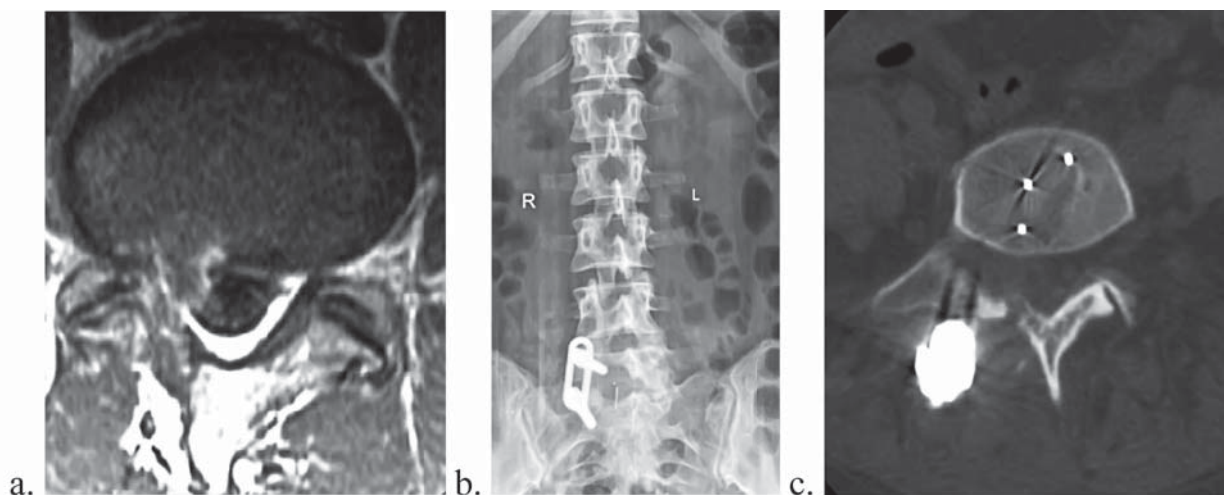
Hernie de disc recurentă L5-S1 pe dreapta; a. aspect imagistic (IRM cu contrast); b. radiografie postoperatorie – TLIF unilateral cu cușcă din PEEK; c. CT postoperator, aspect axial
